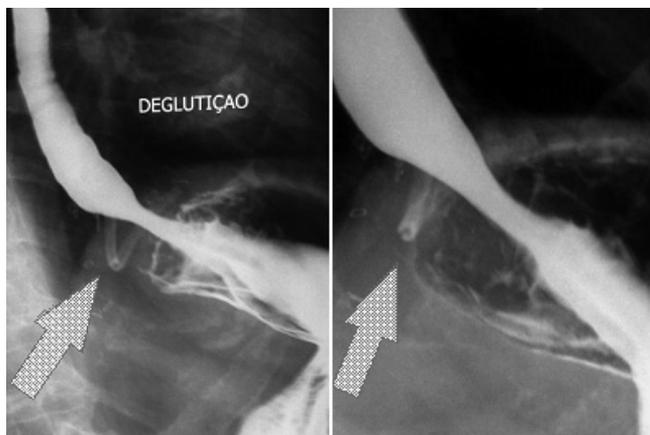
Radiografias contrastadas mostrando o adequado posicionamento da tela e da transição esofagogástrica
